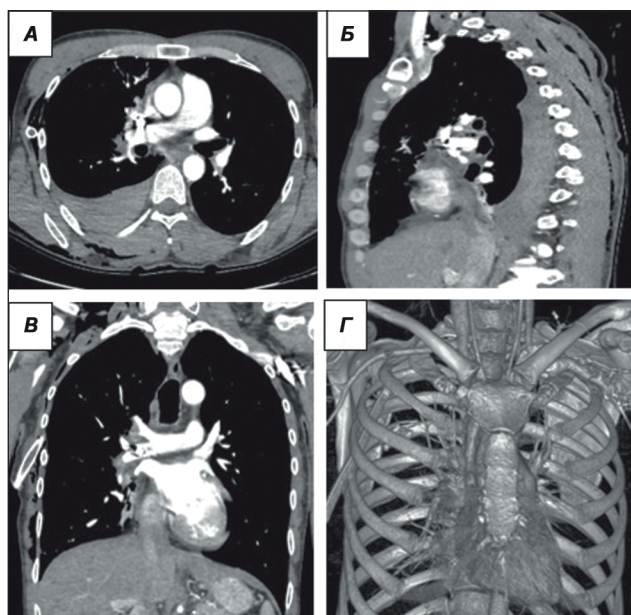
Дані МСКТ ОГК в ангioreжимі пораненого П., 38 років, при надходженні: металевий осколок розташований в корені правої легені, вогнепальний перелом тіла правої лопатки та V ребра справа, правобічний гемоторакс, пульмоніт, підшкірна емфізема справа, наявний дренаж у плевральній порожнині; екстравазації контрасту немає: А — аксіальна проекція; Б — сагітальна проекція; В — коронарна проекція; Г — 3D-моделювання в ангioreжимі
